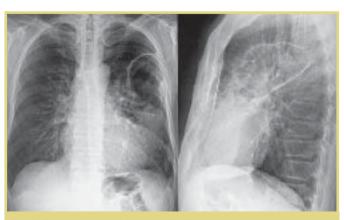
Рентгенограммы больного И., 53 лет, при поступлении Fig. 3. Radiographs of male Patient I. aged 53 years on admission
